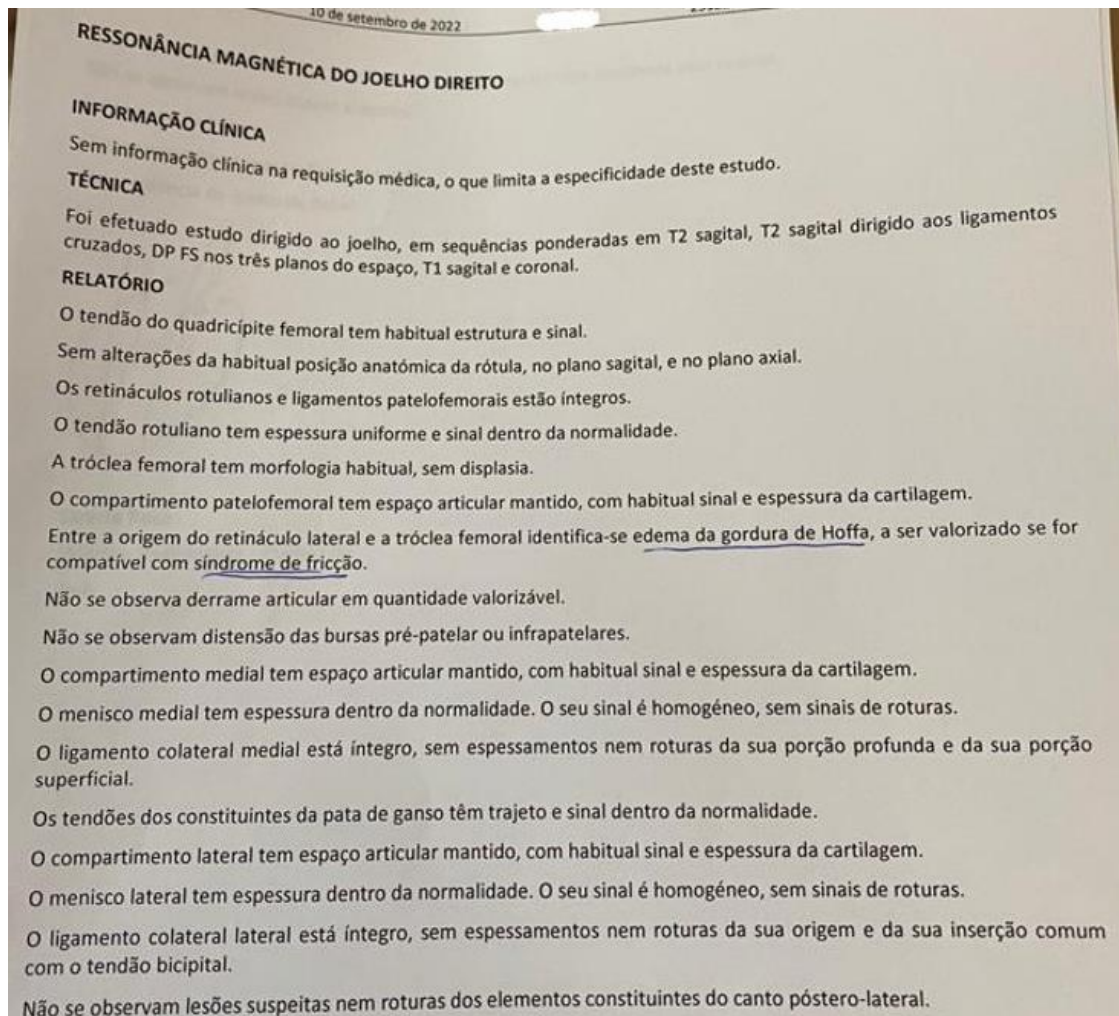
Ressonância Magnética do joelho do doente do caso clínico.
